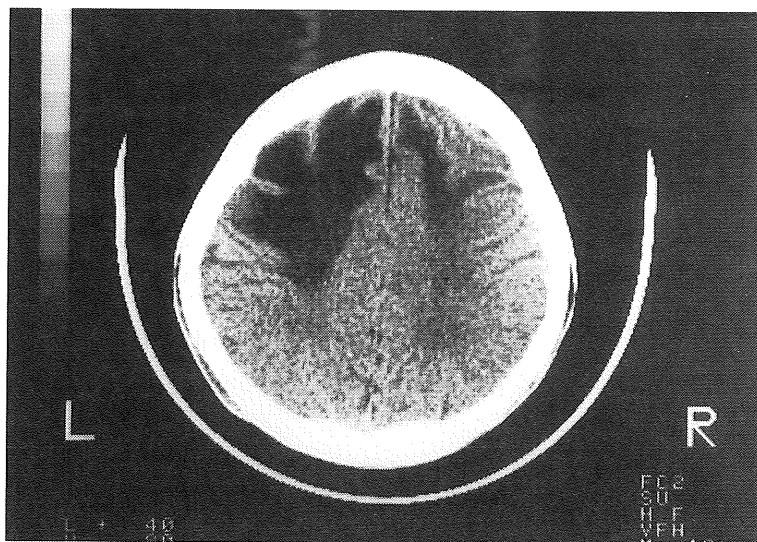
Cranial CT finding of a four-year old patient with Menkes disease. Severe brain atrophy is evident.
